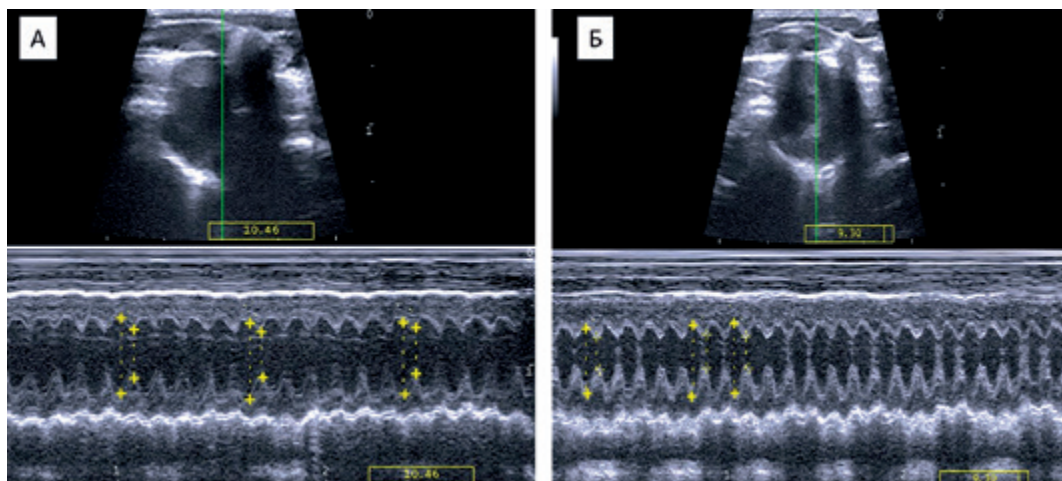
А, Б – эхокардиографическое исследование, М-режим, короткая парастернальная позиция. А – до введения эмбинана, Б – сразу после введения эмбинана
